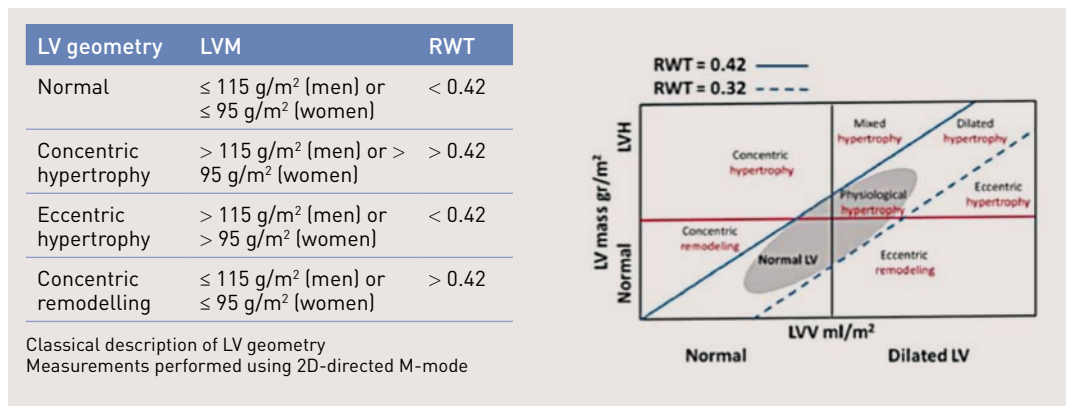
Criteri ecocardiografici per la definizione dell'ipertrofia ventricolare sinistra e la sua classificazione geometrica
